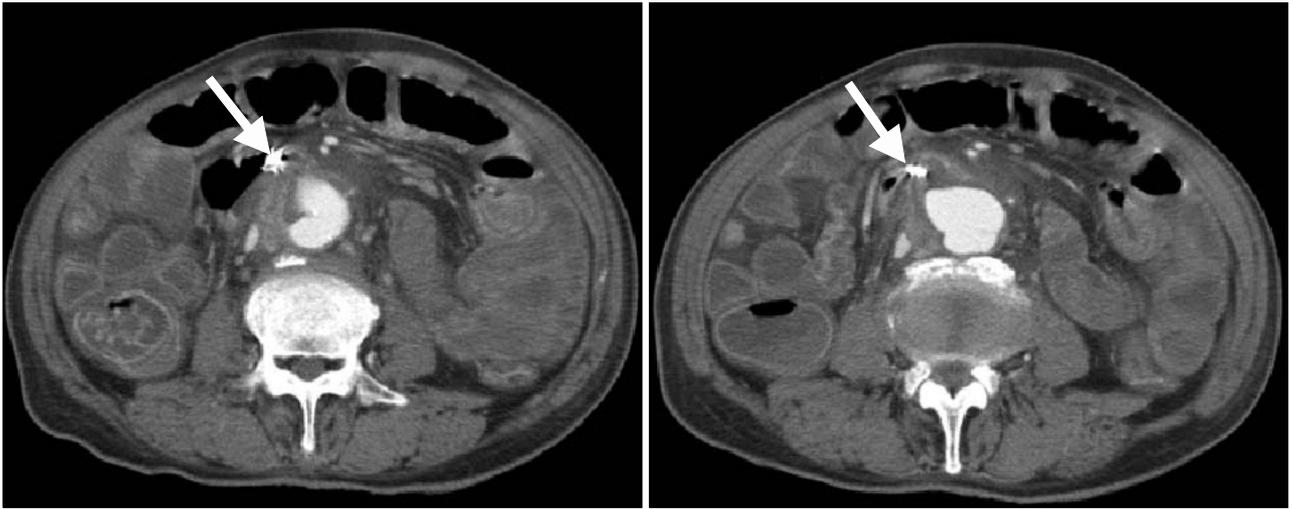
Sagittal abdominal CT showing communications between the saccular abdominal aortic aneurysm of the abdominal aorta (lumbar levels 3-4) and the distal duodenum (arrow).
